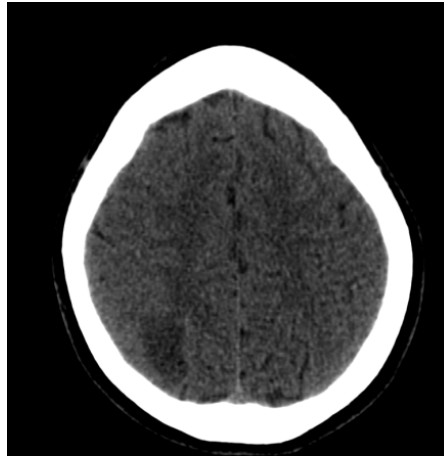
TC de crânio evidenciando lesão hipodensaleucocortical parietal direita.
